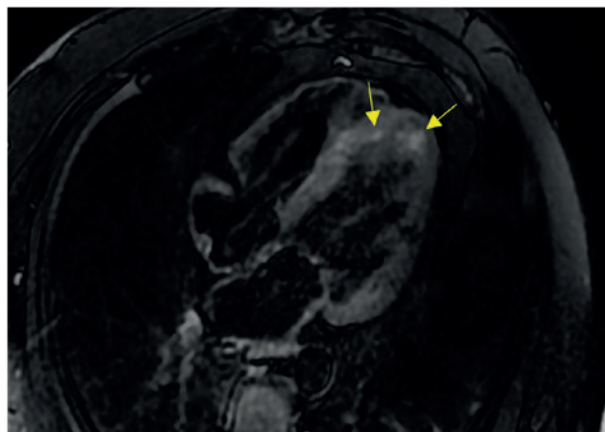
RMN, secvență T2, care evidențiază edemul intramiocardic (săgeți) la nivelul peretelui apical al ventriculului stâng
